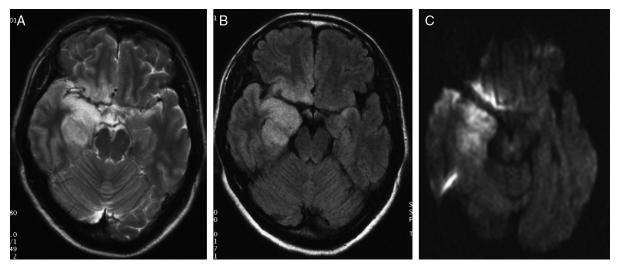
49 歳女性 単純ヘルペス脳炎 HSV-1 A: T2 強調画像。B: FLAIR 画像。C: 拡散強調画像。発症 3 日後の MRI で右側頭葉と右前頭葉底部に,T2 強調画像,FLAIR 画像,拡散強調画像で高信号域を認める。
